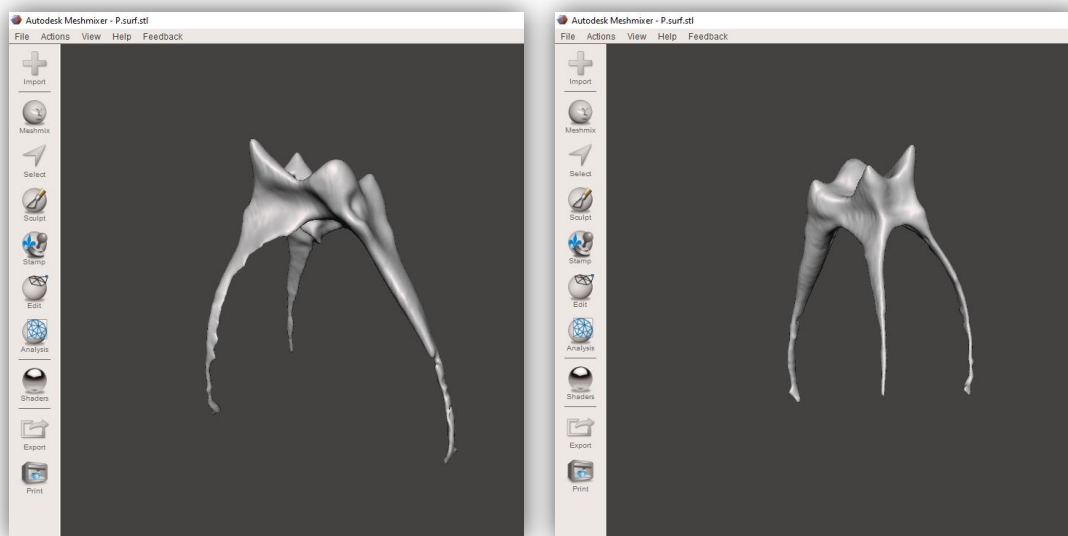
Pulpe de 26 numérisée par CBCT et présentant un isthme au niveau des canaux mésio-vestibulaires (Source personnelle)
